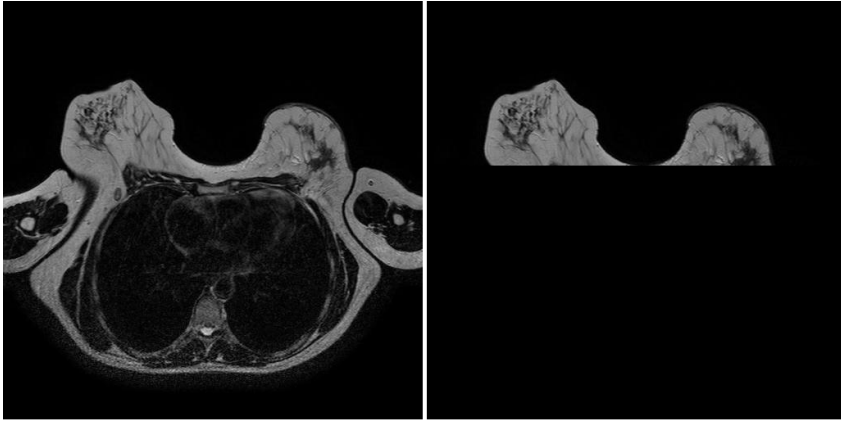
Corte de RM original (izquierda) y segmentado sin músculo pectoral (derecha).
